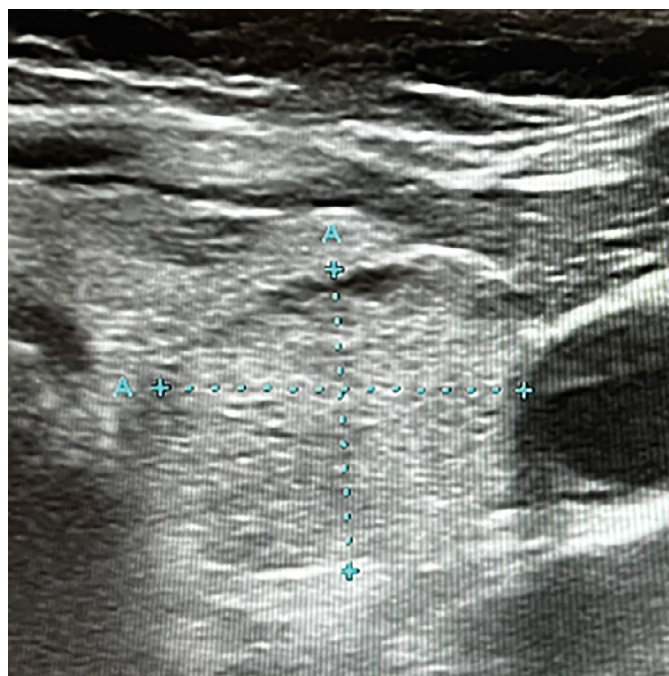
УЗИ щитовидной железы: узловое образование в толще левой доли ЩЖ размерами 12,2*14,0*18,6 мм, изоэхогенное, неоднородное, с кальцинатами.
